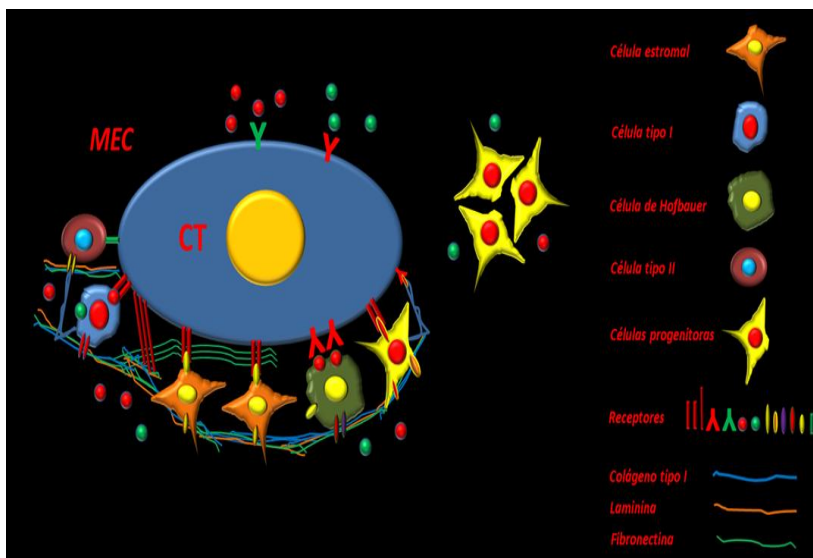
Representação esquemática dos diferentes tipos celulares e moleculares, relacionados com uma célula-tronco (CT) da vilosidade coriônica do tecido da placenta humana.
